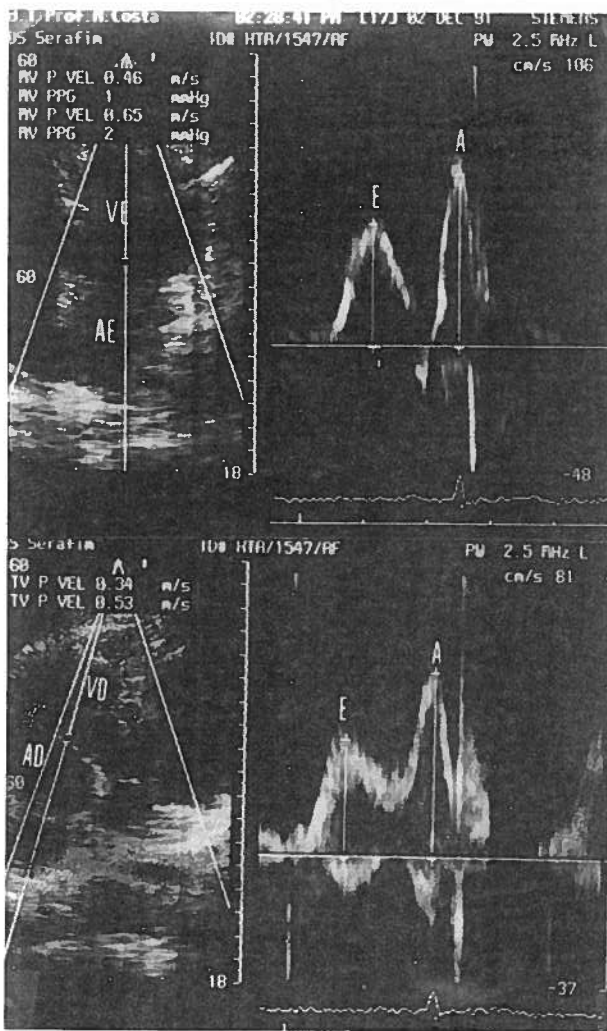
Eco-Doppler: Registro do fluxo de enchimento do VE (em cima) e do VD (em baixo). De notar a semelhança do padrão de enchimento dos dois ventrículos com onda A superior à onda E.
